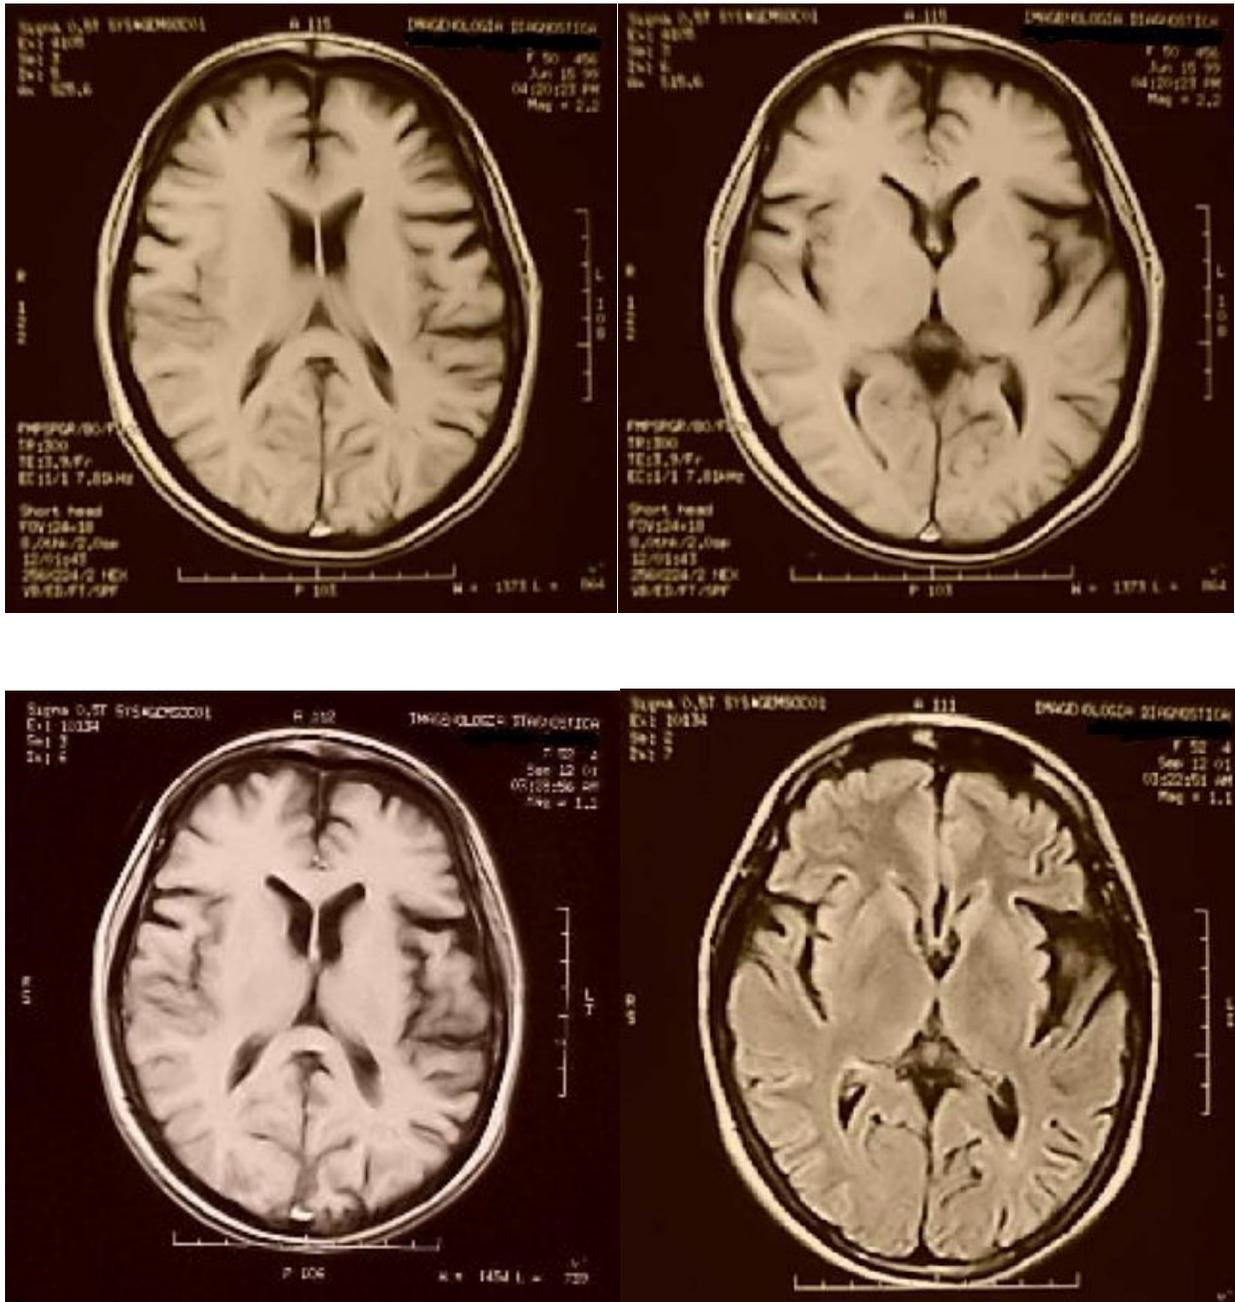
Primera (arriba) y segunda Resonancia Magnética (abajo)
